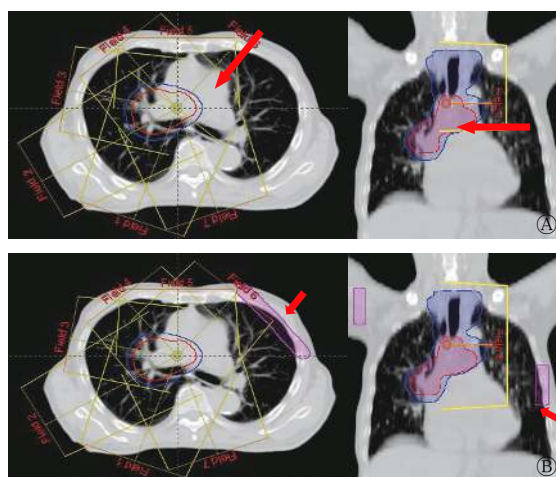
中央型肺癌调强适形放疗治疗的 2 种治疗计划中 40° 射野方向的优化方式 A 为锁铅门设计 (F-plan)，红色箭头标记处示 40° 射野方向的锁铅门设计；B 为添加虚拟的“Block”设计 (B-plan)，红色箭头标记处的紫色条纹框示 40° 射野方向的“Block”添加情况。A 和 B 的左图为 CT 横断面、右图为 CT 冠状面，冠状面图中黄色部分对应铅门大小，上侧对应 Y2 铅门，下侧对应 Y1 铅门。CT 为计算机体层摄影术
